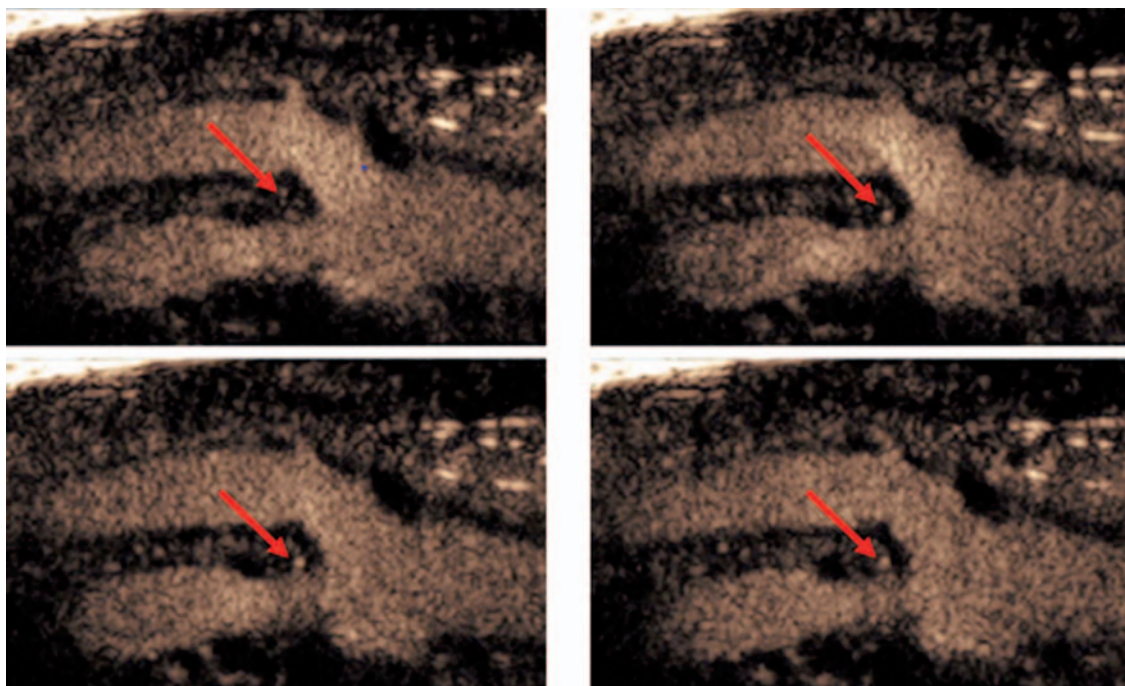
Contrast enhanced carotid ultrasound. Sequence of images obtained following intravenous injection of contrast agent: increasing intensity over time corresponding to appearance of microbubbles within the plaque.
